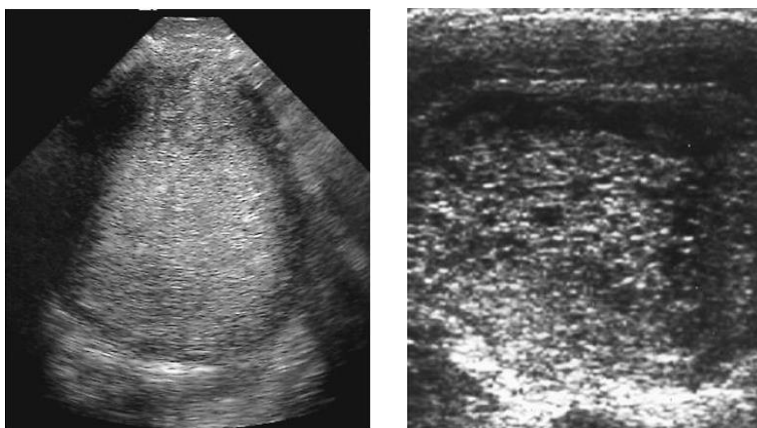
Пузырный занос в первом (УЗИ картина «снежной бури») и во втором триместрах (наличие множества пузырьков)
